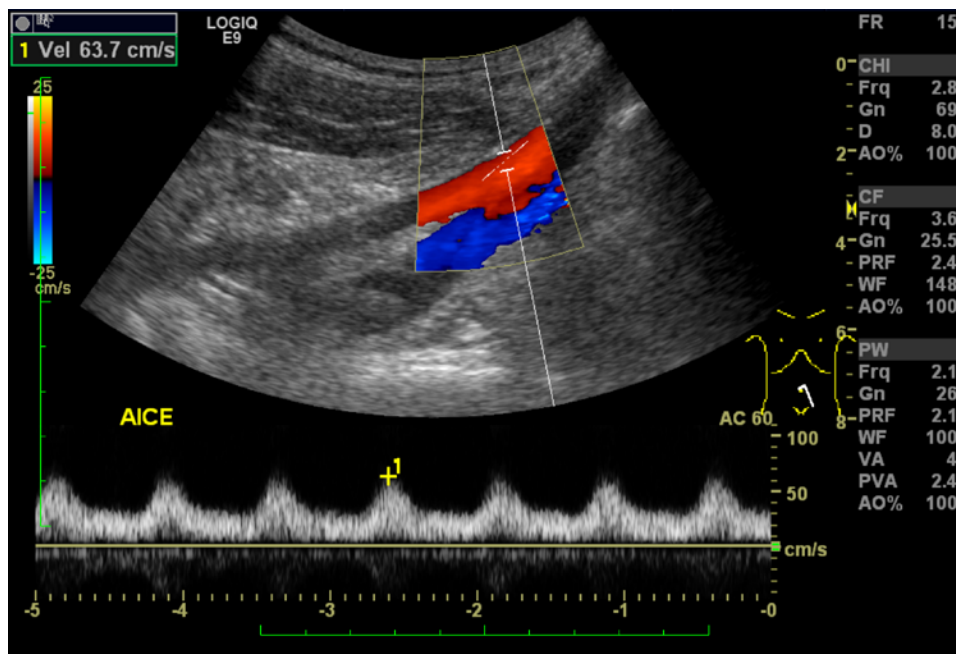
Doppler colorido e pulsado da artéria ilíaca comum esquerda
